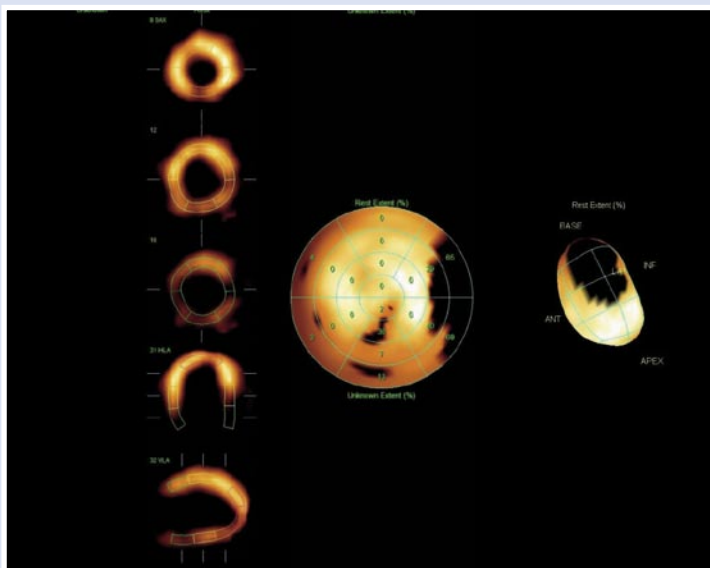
Сцинтиграфия миокарда с ^{99m}Tc-Технетрилом в покое пациентки К., 53 лет.
